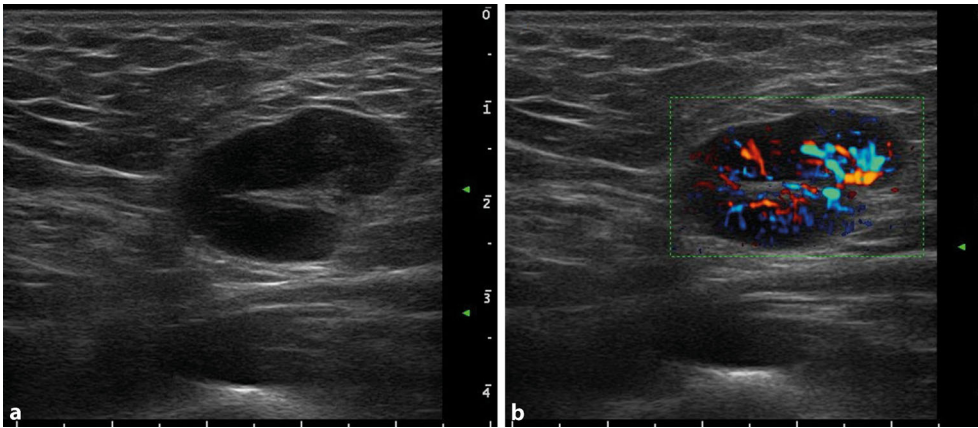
◀ Akut inflammierter inguinaler Lymphknoten bei ausgeprägtem Herpes genitalis. a B-Bild: stark verbreiteter, echoarmer Kortex und schmaler Hilus. b Farbkodierte Duplexsonographie: zentrale Hyperperfusion und baumartige Verzweigung der Gefäße bis in die Peripherie („branching“)
